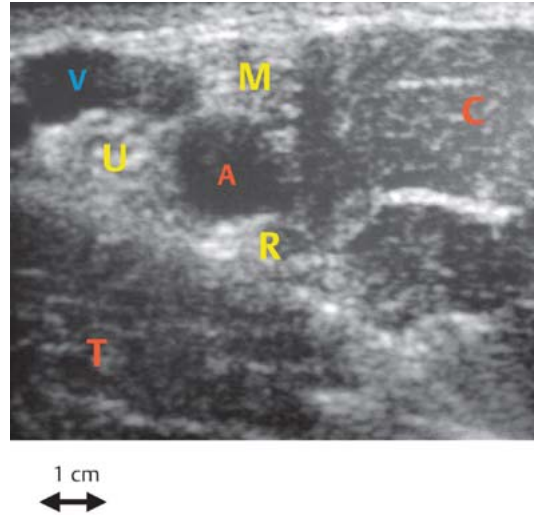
Sonographische Darstellung der Regio axillaris. A: A. axillaris; V: V. axillaris; U: N. ulnaris; M: N. medianus; R: N. radialis; T: M. triceps; C: M. coracobrachialis.
